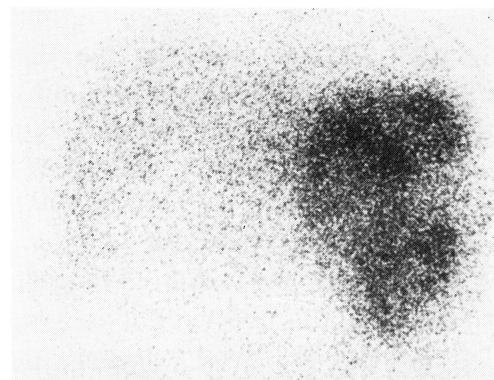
Liver scintigram by ^{67}Ga : A remarkable hot area was shown.
